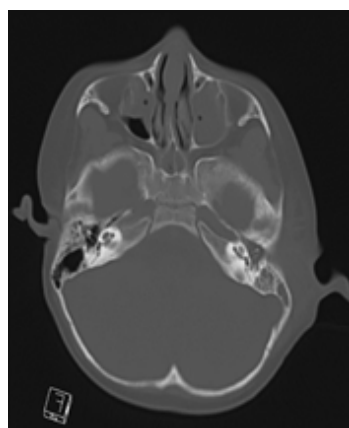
CT-scan en coupe frontale à l'admission, fenêtre parenchymateuse ;
